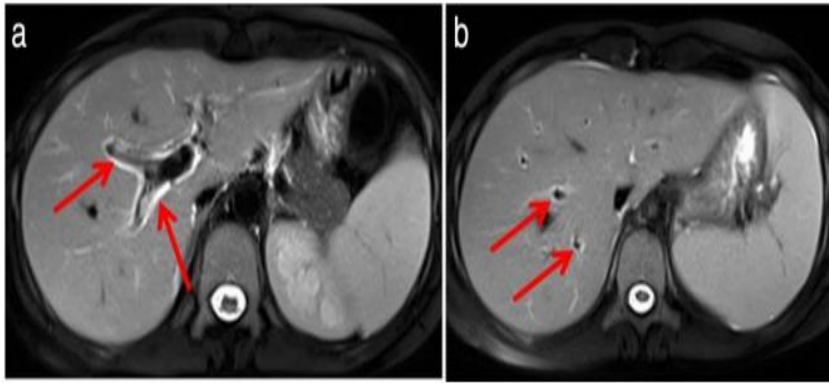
Axial T2-weighted images (a, b) shows significantly increased intensity in the periportal areas (arrows).
